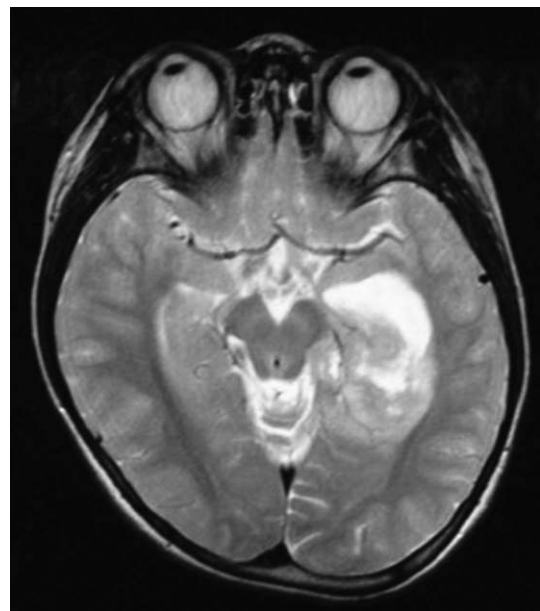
症例1の頭部磁気共鳴画像(Magnetic Resonance Imaging, MRI)(T2強調画像). 左側頭葉内側から側脳室三角部に腫瘍を認める.
